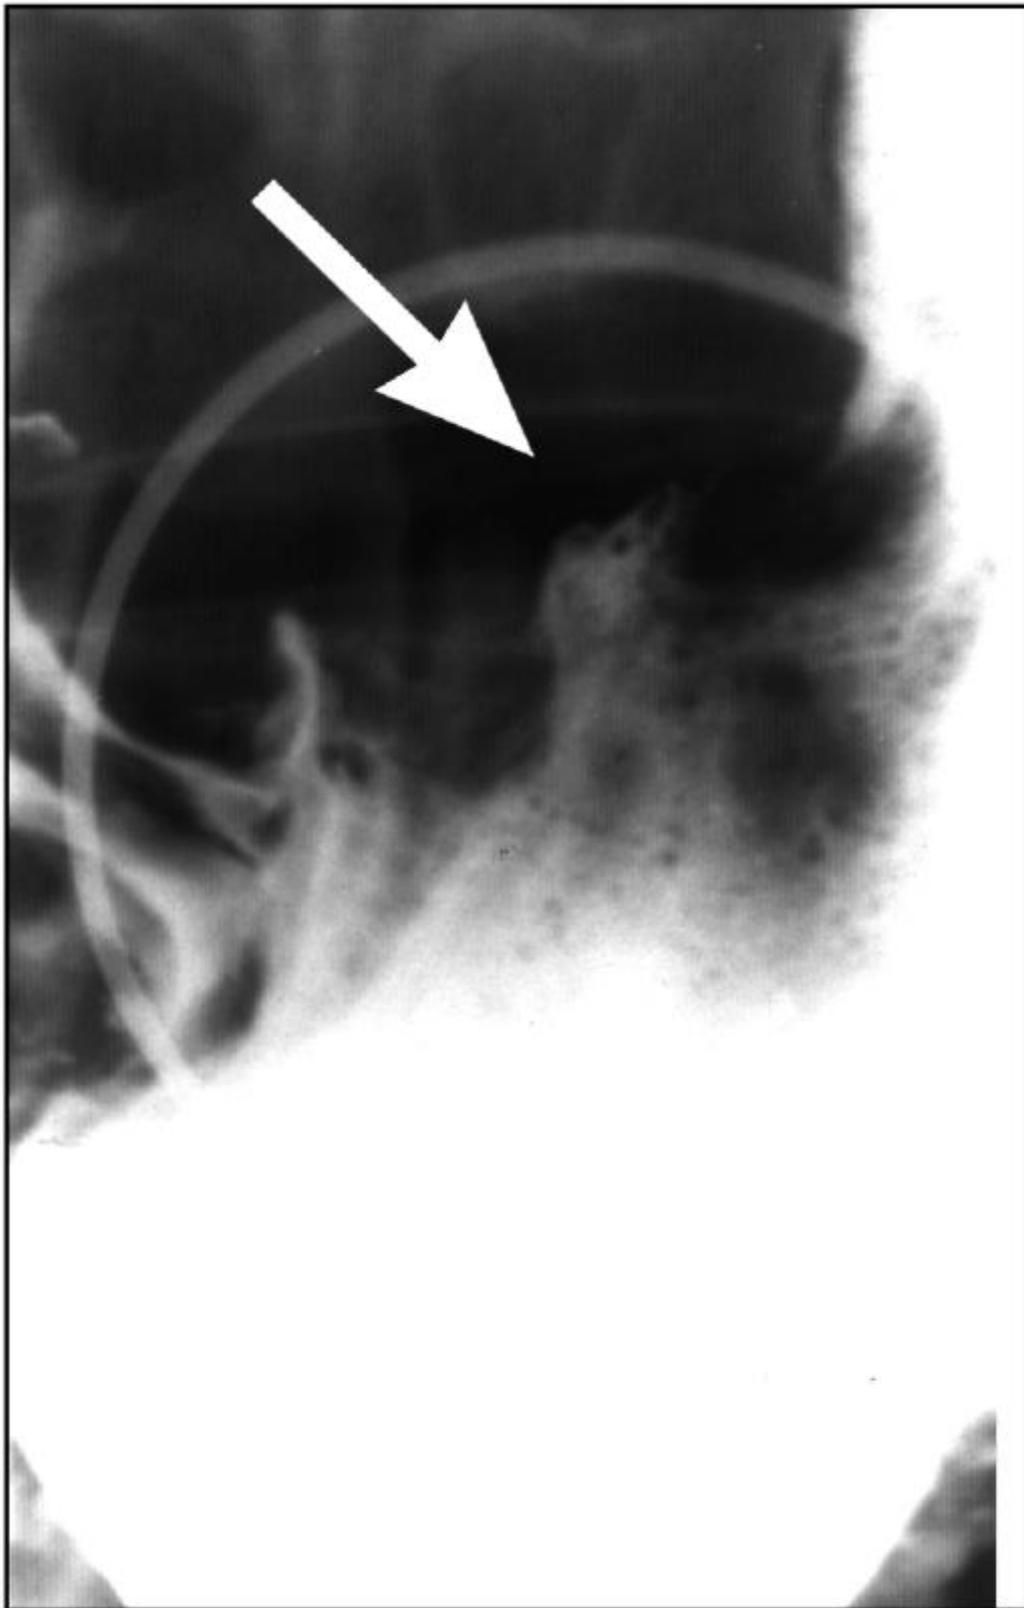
Прицельная рентгенограмма желудка. Малигнизированная язва угла желудка (стрелка)
